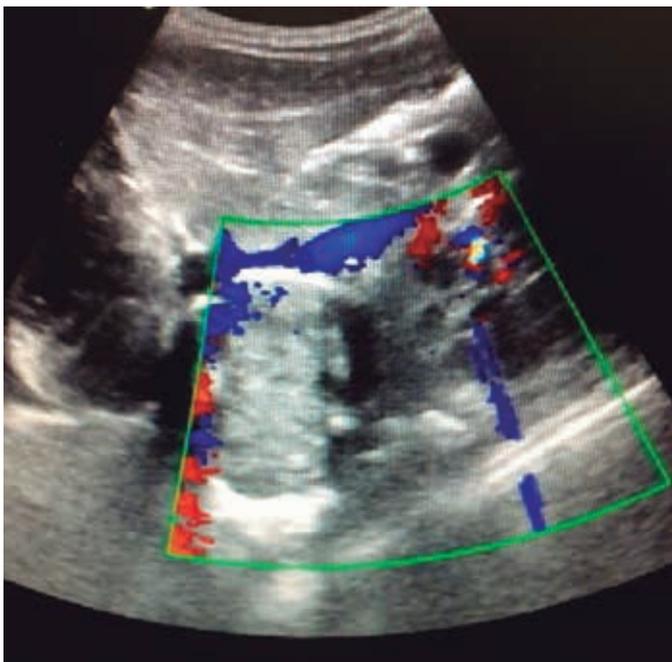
Imagem ultrassonográfica com Doppler colorido mostrando nódulo hipovascularizado.
